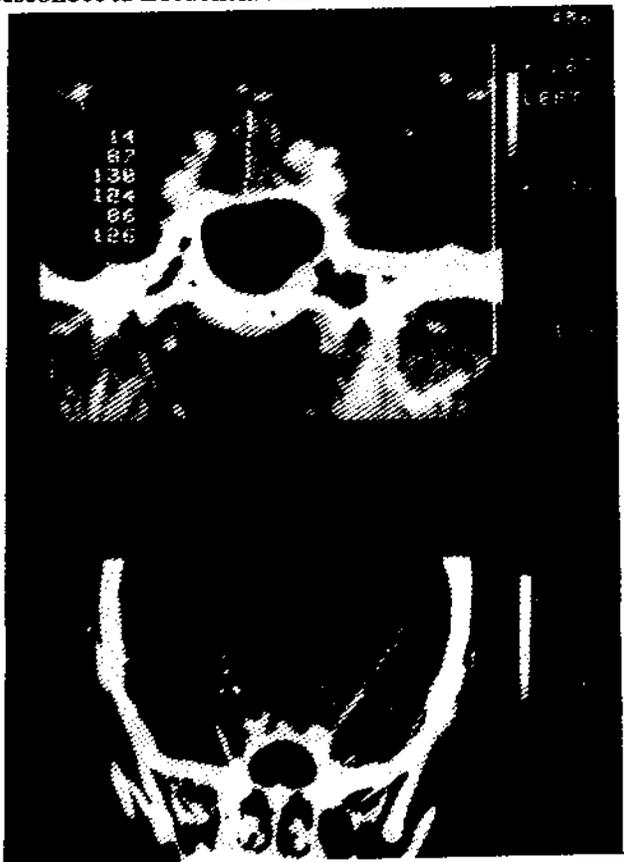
En esta figura se muestra la tomografía computada de cráneo de un paciente con hipotiroidismo primario. Los cortes coronales de la región hipofisaria muestran en el superior la imagen sugestiva de un tumor hipofisario de 14 mm de diámetro longitudinal. En el corte inferior el crecimiento hipofisario desapareció después del tratamiento sustitutivo.
